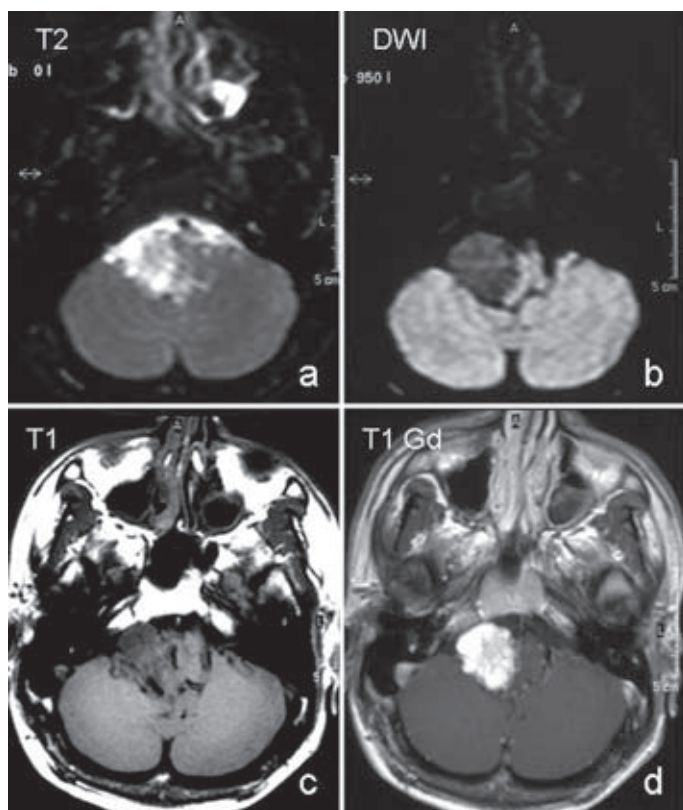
Hemangioblastoma. Imágenes de RM. A: T2 axial cerebral. B: imagen isotrópica difusión DWI axial cerebral. C: T1 axial cerebral sin contraste. D: T1 axial cerebral con contraste. Lesión intraaxial que afecta al tecto y tegmento bulbar derecho de cuyo margen más lateral crece hacia la parte caudal de la cisterna del ángulo pontobulbocerebeloso ipsilateral, sólida, con un estroma muy vascularizado, de baja celularidad y señal en DWI (sin restricción), captante intensamente tras la administración de gadolinio y con estructuras vasculares de aferentes de aspecto serpiginoso (C) en su margen medial y posterior.
